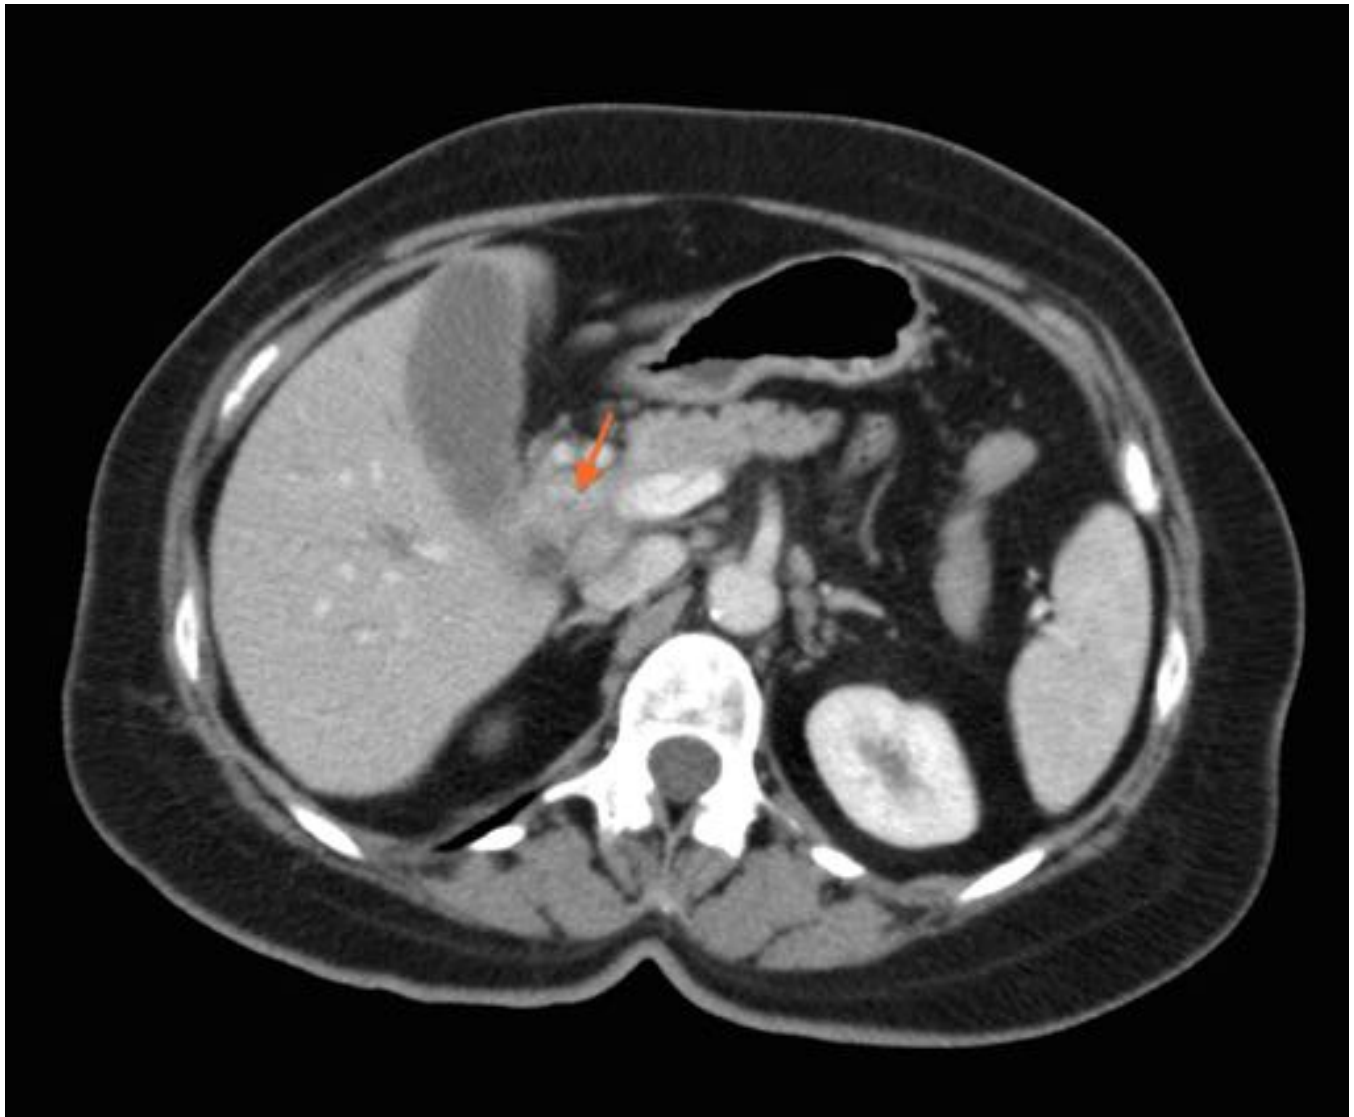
Mismo caso que la figura 27. TC abdomin-pélvica con contraste EV. Dilatación de la vía biliar intrahepática. Ascitis
